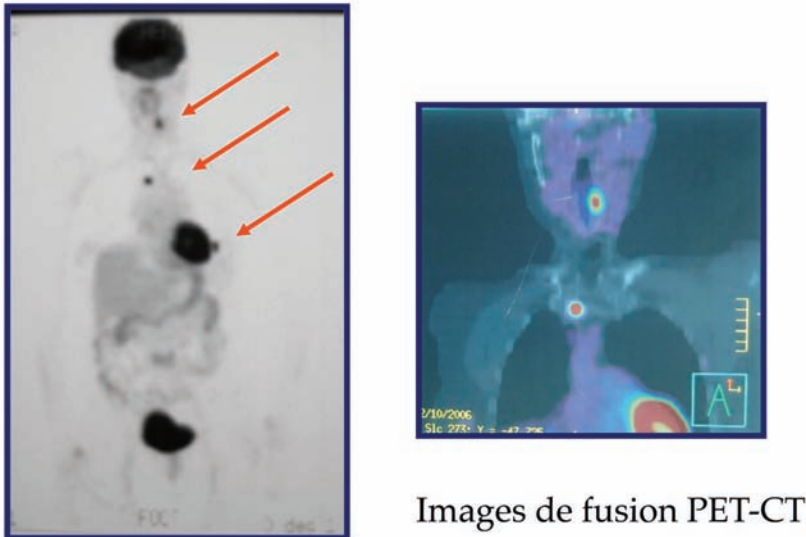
TEP-FDG dans le bilan d'extension des cancers thyroïdiens.
